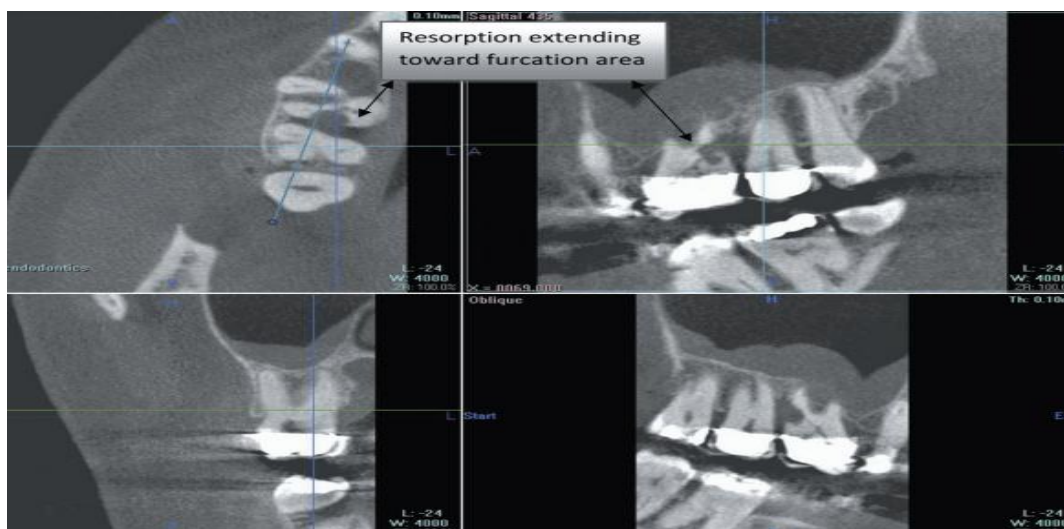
Une autre vue des images CT a révélé que la résorption externe est étendue, s'étendant vers la zone de furcation de la dent, comme on le voit dans les vues axiale (fenêtre supérieure gauche) et sagittale (fenêtre supérieure droite). [42]
